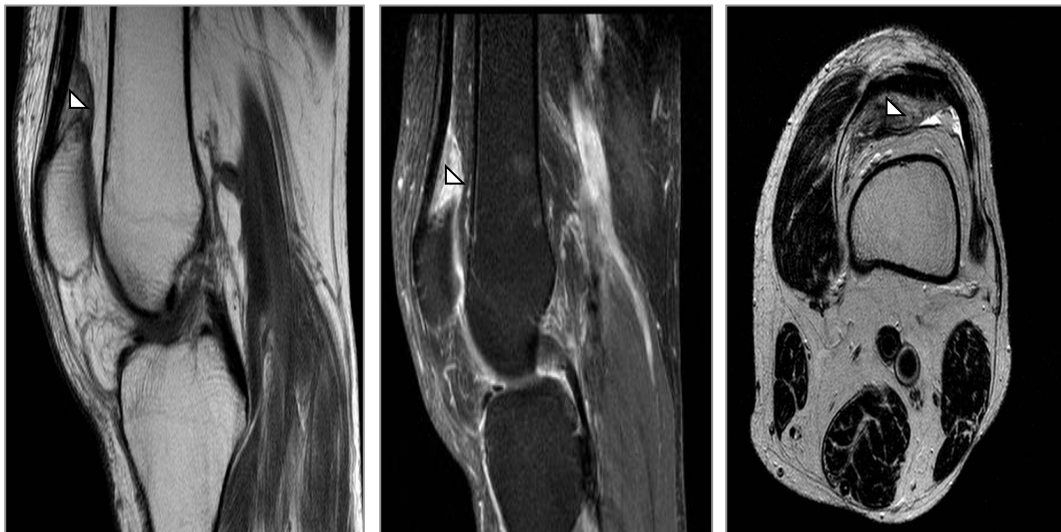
RM paciente con atrapamiento de la grasa cuadricepsal. Archivo de la Dra. Prada.
